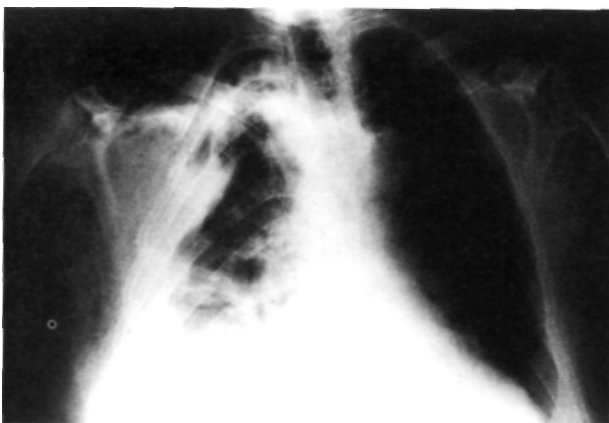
Radiografía P-A de tórax que muestra una luxación subclavicular del hombro derecho asociada a fracturas costales derechas (primera, segunda y probablemente de la tercera) (flechas superiores). Se aprecia velamiento del campo pulmonar derecho y enfisema subcutáneo (flecha inferior).
